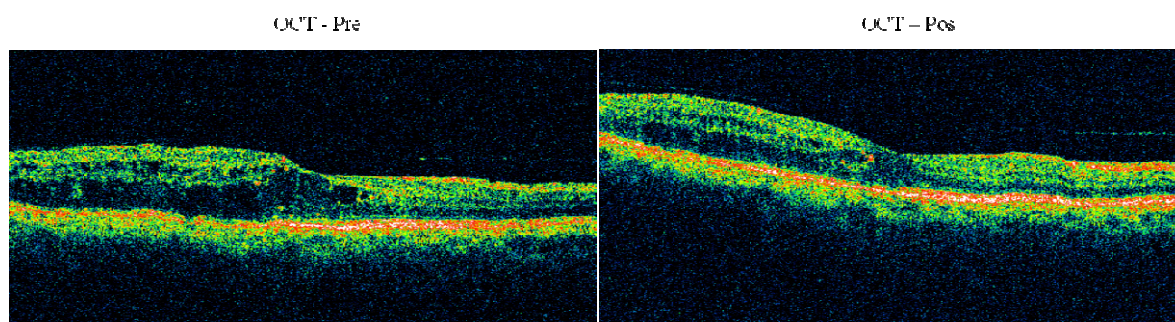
Contraste de casos 6. Análisis diagnóstico mediante imágenes de Tomografía Óptica Coherente, evaluadas de manera pre y post intervención.
